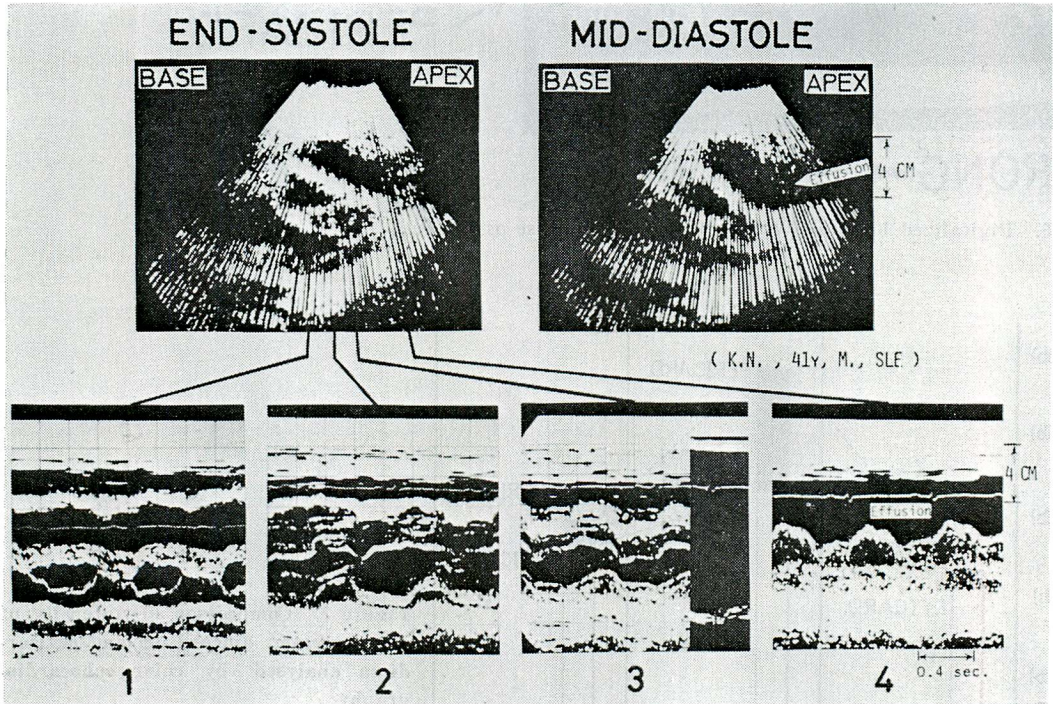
Echocardiogram in a case with adhesion between epicardium and pericardium at posterior portion of the left ventricle (K. N., a 41-year-old male, systemic lupus erythematoses)
